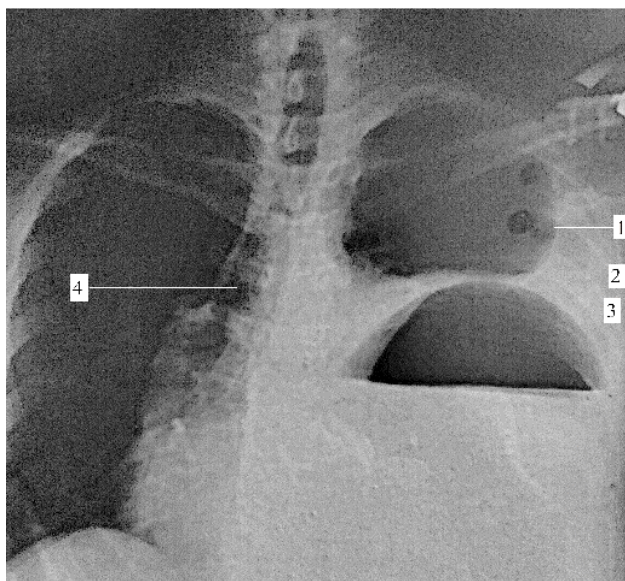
Рентгенограмма груди: 1 – верхняя доля легкого; 2 – жидкость в плевральной полости; 3 – желудок в плевральной полости; 4 – девиация трахеи
